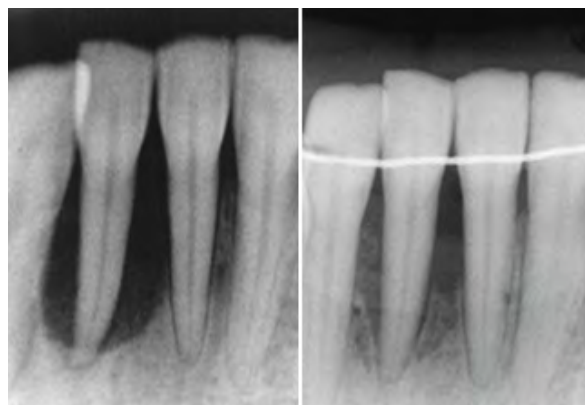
Radiographies rétro-alvéolaires montrant le déficit osseux initial à gauche et la situation à 5 mois à droite (88).
